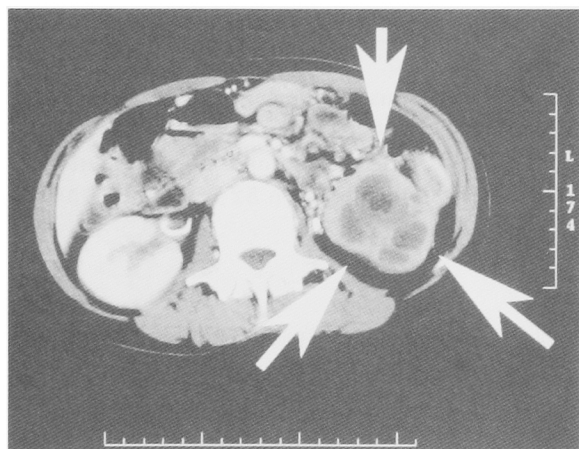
Abdominal and pelvic CT revealed multiple tumors in the abdominal cavity.
